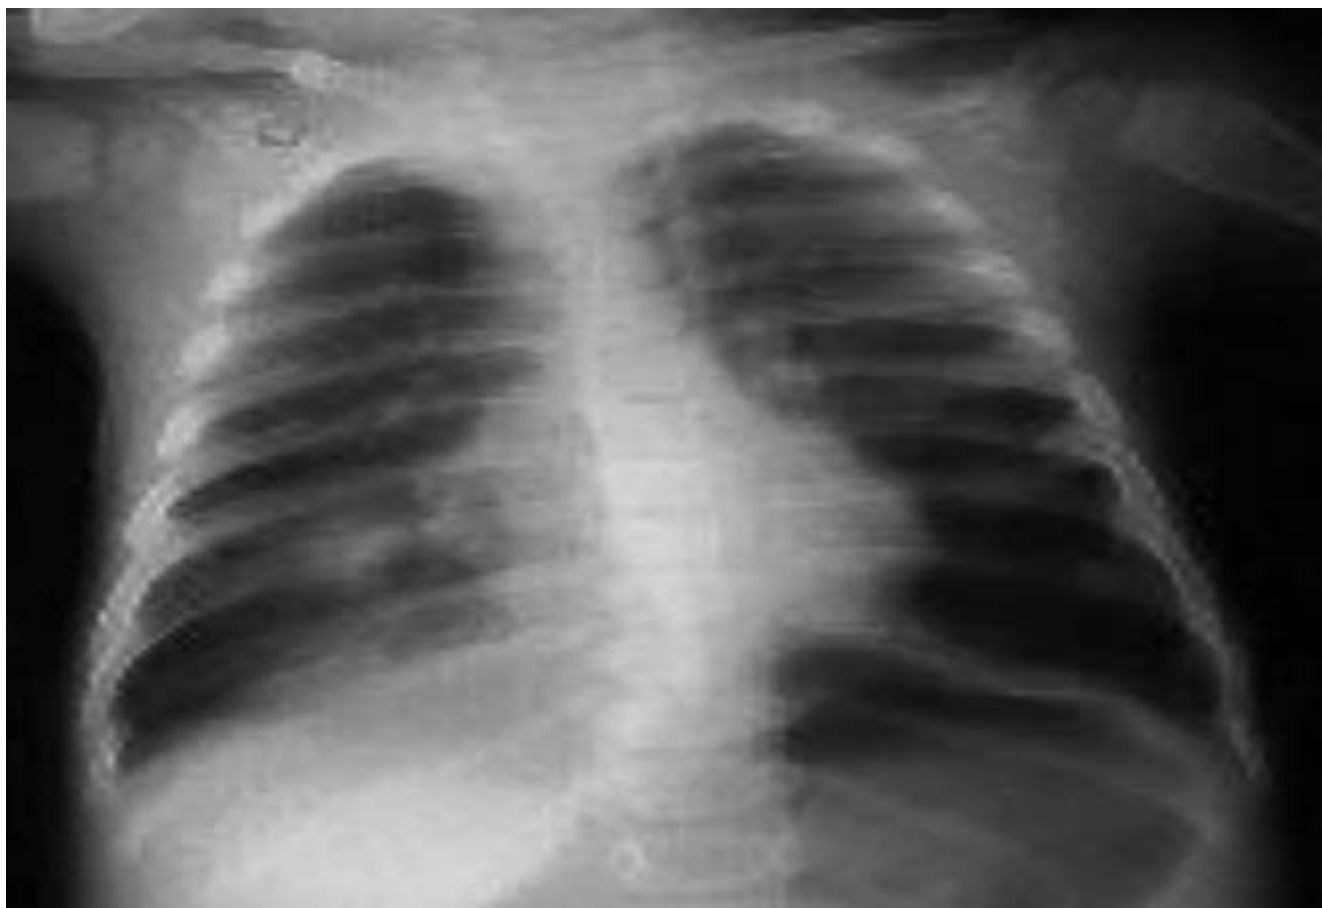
Radiographie du thorax initiale : foyer de la base droite.
